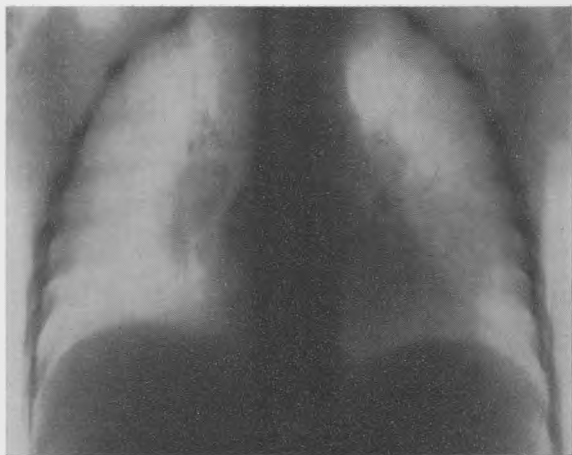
То же наблюдение. Томограмма. Видны ясные контуры увеличенных лимфатических узлов и сужение правого стволового бронха.
